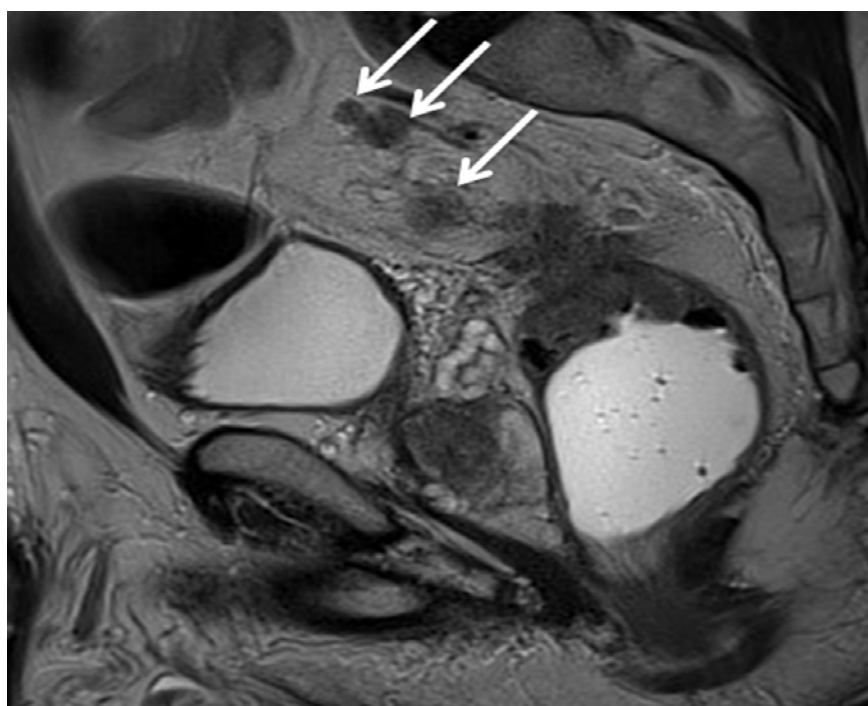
IRM sagittale en pondération T2 montrant des ganglions lymphatiques suspects (flèches) [55].
